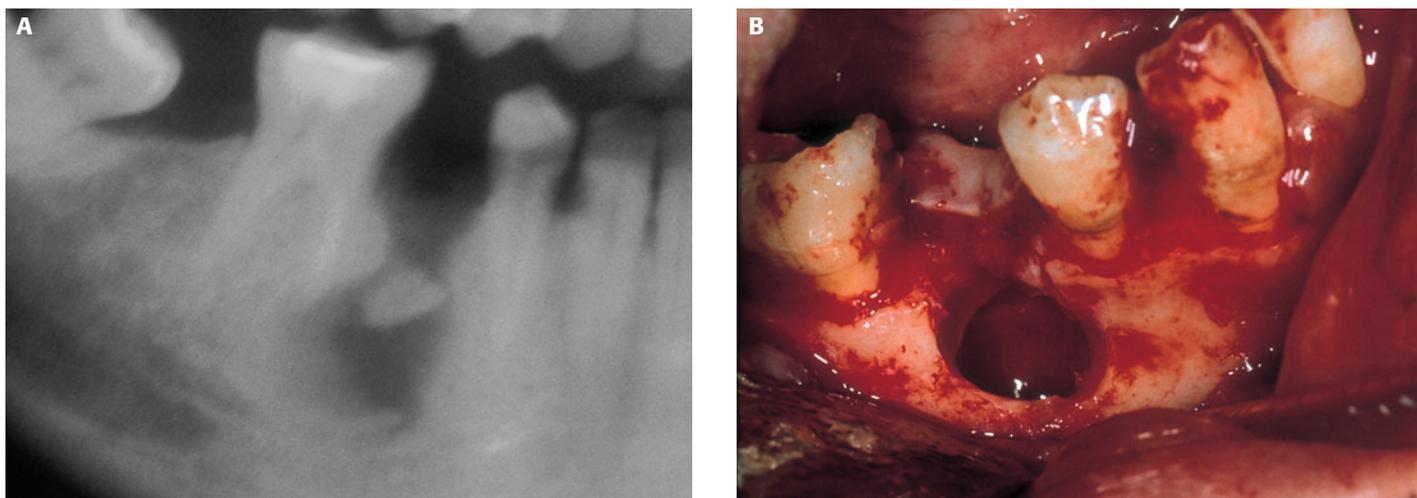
(A) Resto radicular del 4.5 con un quiste radicular (detalle de la ortopantomografía). (B) Campo operatorio tras efectuar la extracción del resto radicular y la exéresis del quiste.
